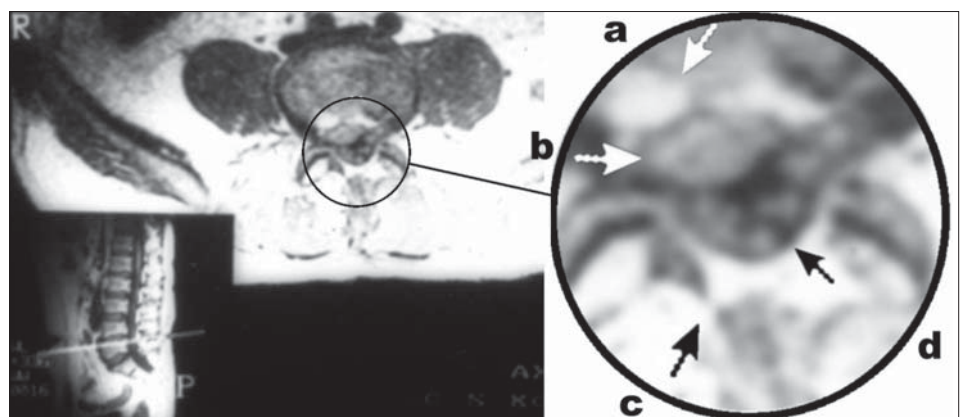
MRI of L4L5 disc 6 weeks after discectomy. On the anterior wall of the canal, tissue with a signal similar to that of unexcised hernia of the nucleus pulposus (b), degenerative lesions in the vertebral body (a), vertebral arch defect following fenestration, dural sac (d)
